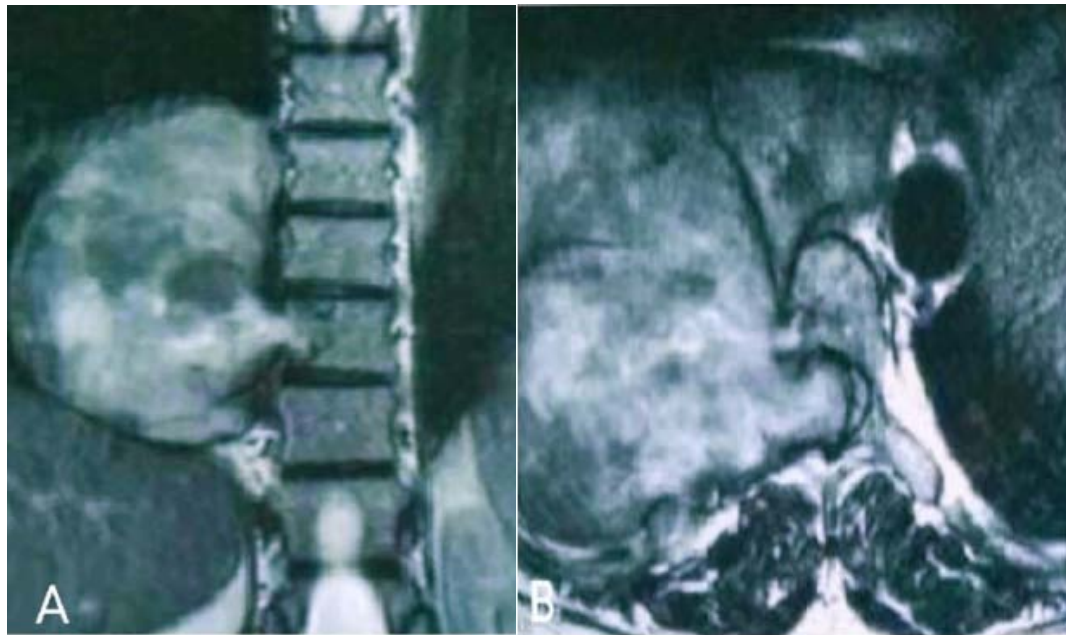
IRM médullaire, séquence T1 avec gadolinium, en coupe coronale (A) et axiale (B) montrant une tumeur en sablier bien limitée, de siège extra dural, de signal hétérogène, siégeant en regard de D7-D8 du côté droit et refoulant la moelle à gauche.[87]
